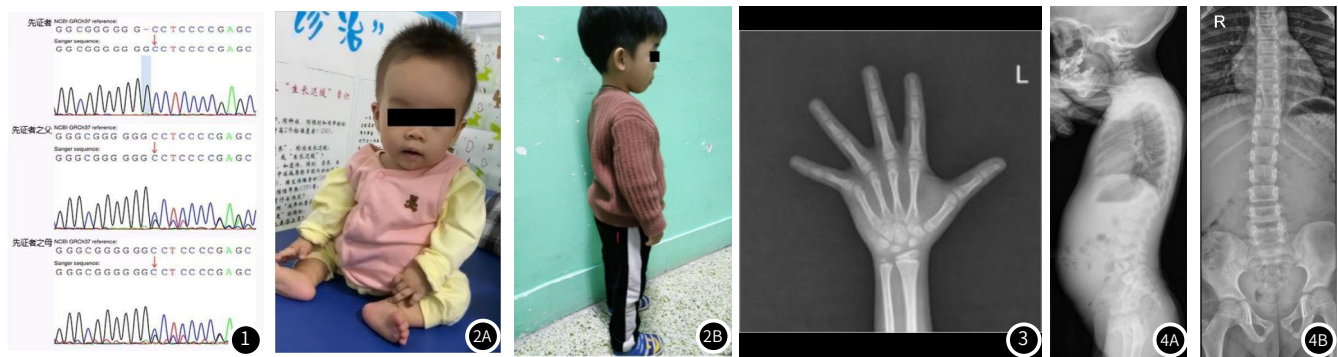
患儿2家系的Sanger测序图(箭头所示测序验证位点)。图2 图2A~图2B: 2例3-M综合征患儿存在特殊面容, 包括三角脸, 前额突出, 鼻梁低平, 下眼睑脂肪垫和短颈。图3 3M综合征患儿的左手X片, 患儿2, 9岁11个月的骨龄, 骨龄与年龄大致相符。图4 图4A~图4B: 3M综合征患儿的骨骼X线片, 未见明显的高锥体、脊柱前凸及小骨盆表现。
